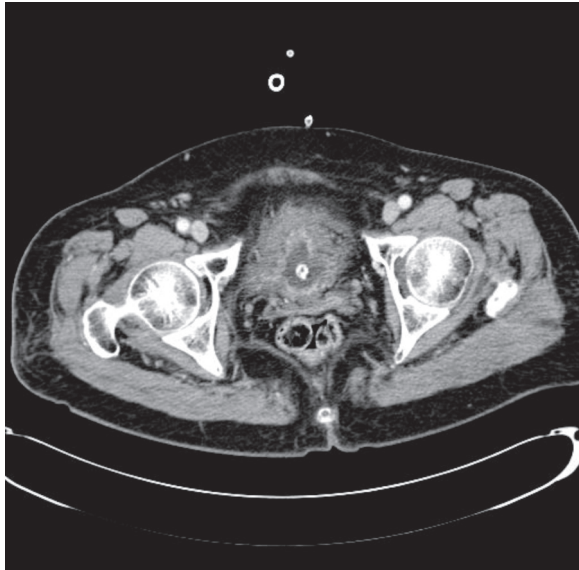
Abdominal CT shows no residual tumor after operation.
